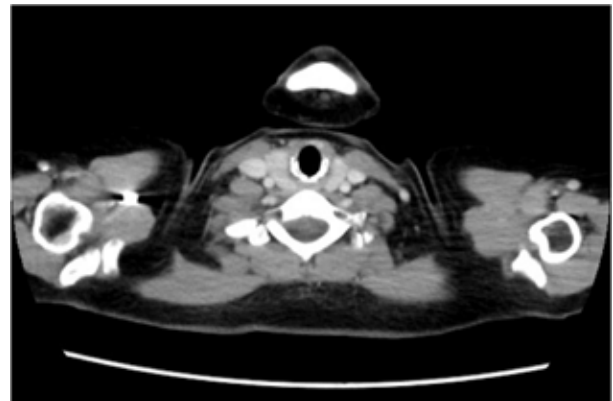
CT of the neck on admission. No swollen lymph node were detected.
